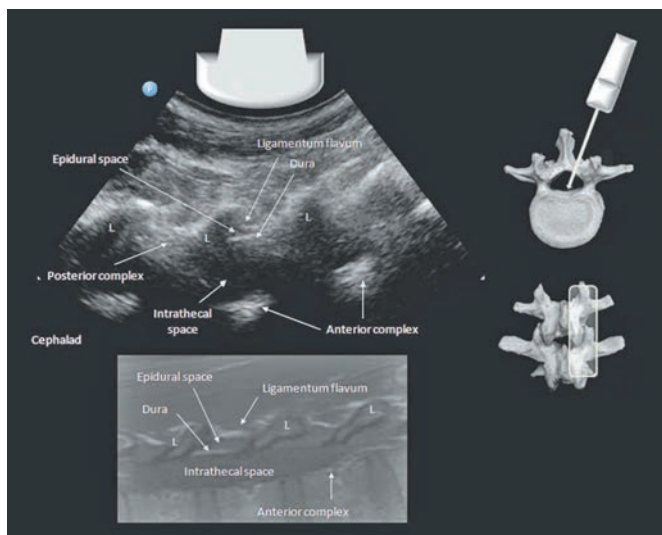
УЗИ поясничного отдела позвоночника задним парамедиальным сагиттальным косым доступом. Скан УЗИ (вверху) в сопоставлении с аналогичным срезом МРТ в T1 режиме (внизу). Справа показано положение датчика УЗИ. Ligamentum flavum — желтая связка, dura — твердая мозговая оболочка, epidural space — эпидуральное пространство, posterior complex — задний комплекс, intrathecal space — интракостальное пространство, anterior complex — передний комплекс, cephalad — краниально.
